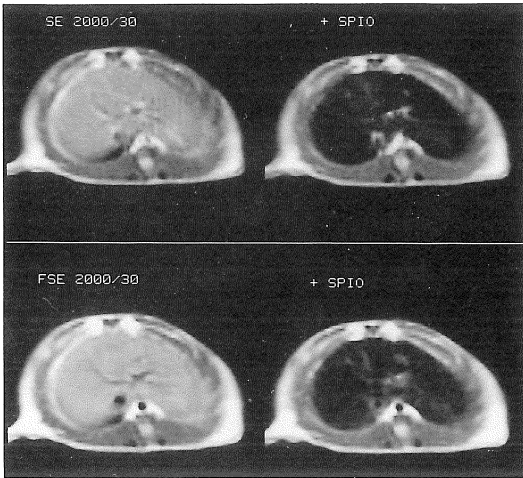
MR imaging for the liver before/after SPIO (SHU-555-A) administration at TR/TE. 2000/30
